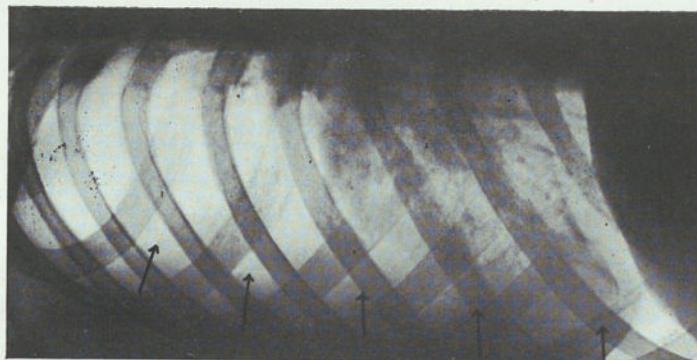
Radiografía del 128-III-39. El mismo caso dos semanas sin reinsuflar el neumotorax. El pulmón se ha reexpansionado bastante y la cavidad casi no se percibe.
